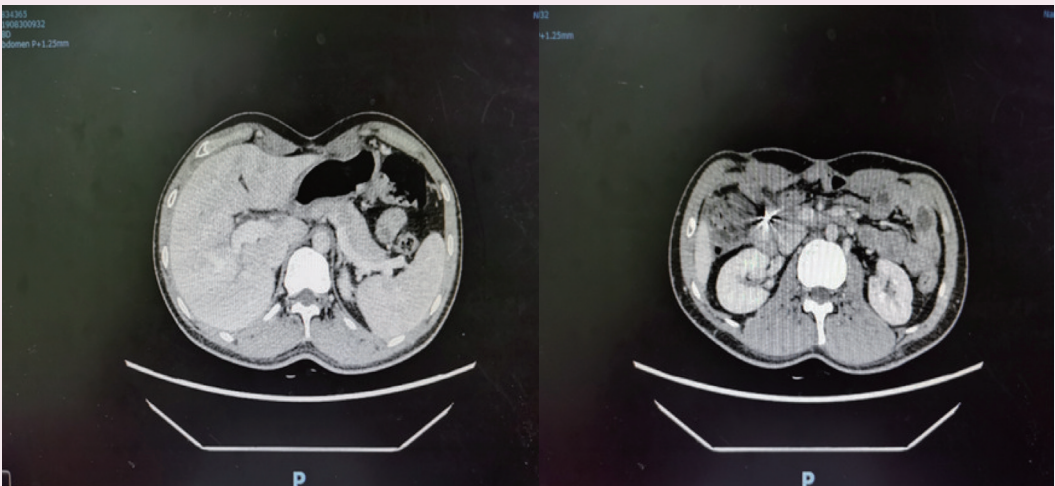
患者出院后复查 CT 结果（胰腺坏死组织基本吸收，未见明显瘘口）
